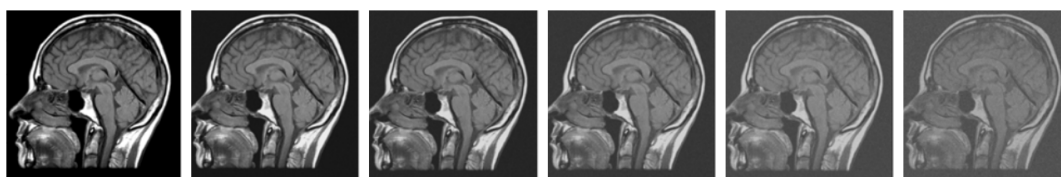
As imagens da direita para a esquerda demonstram o resultado da intensificação do vetor ruído e nas imagens de IRM de crânio.
